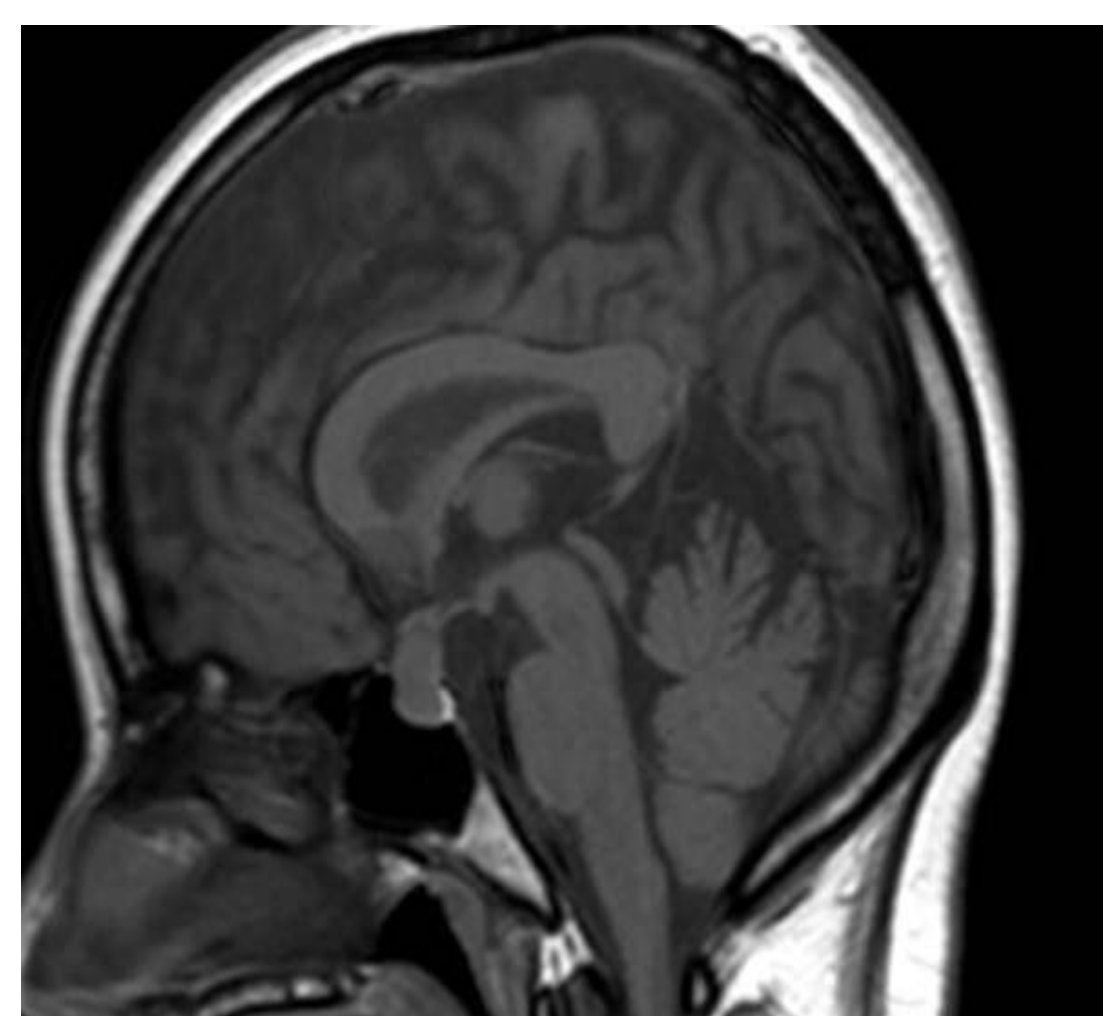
IRM hypophysaire en coupe sagittale séquence T1.
